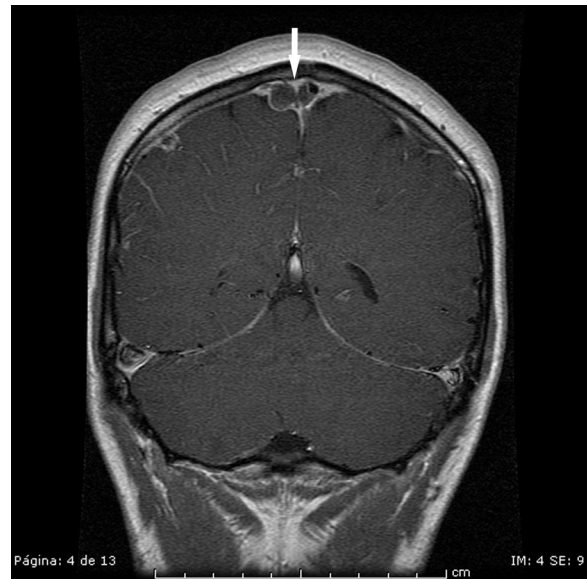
RM craneal. Corte coronal en T1 con contraste. Ocupación parcial del seno venoso sagital superior por trombo bilobulado (flecha).
